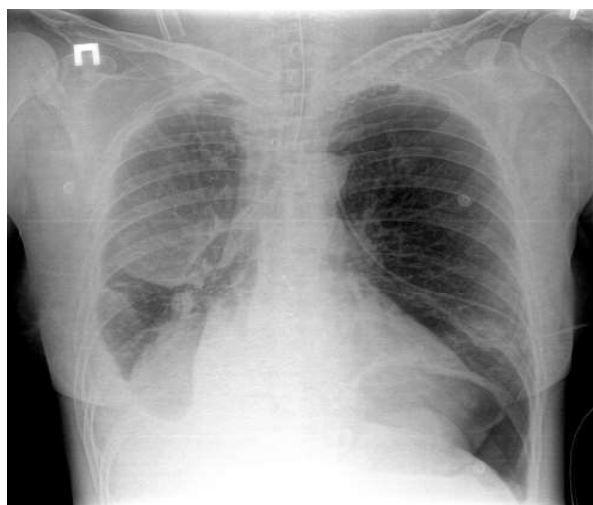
Контрольная рентгенограмма ОГК.
